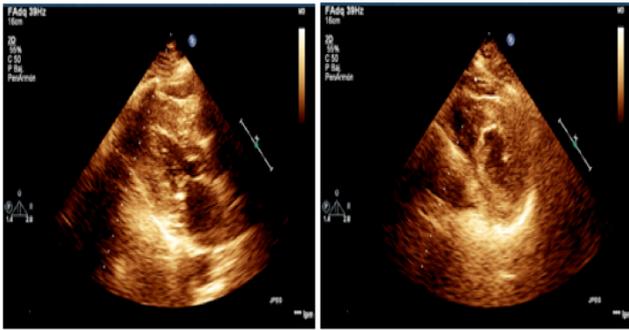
Ecocardiograma Eje corto de grandes vasos y eje largo paraesternal, mostró hipertrofia ventricular apical excesiva e inexplicable del ventrículo izquierdo.
